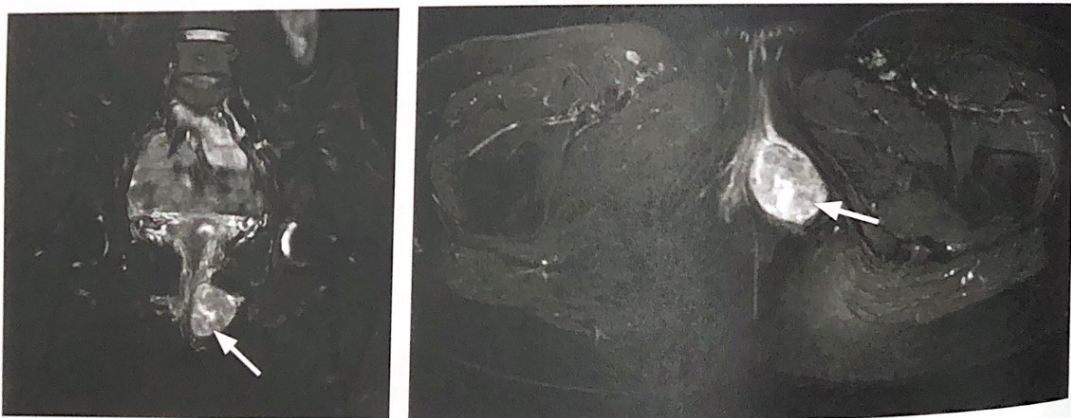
МРТ органов малого таза, T2 fs ВИ (корональная и аксиальная плоскости). На T2 ИП с жироподавлением объемное образование имеет неоднородную гиперинтенсивную структуру
